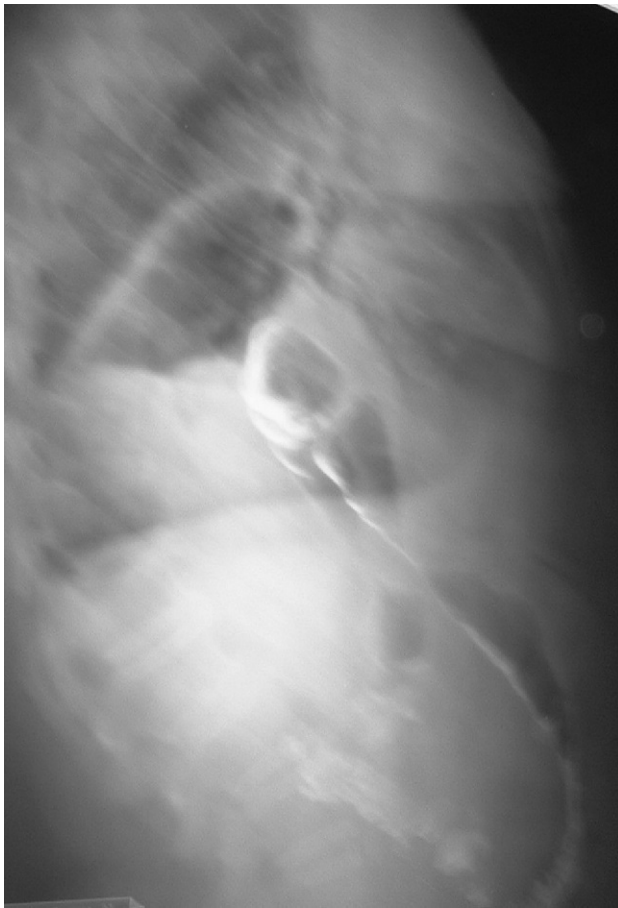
Enema opaco en que se observan las estructuras descritas en la radiografía simple de tórax.
